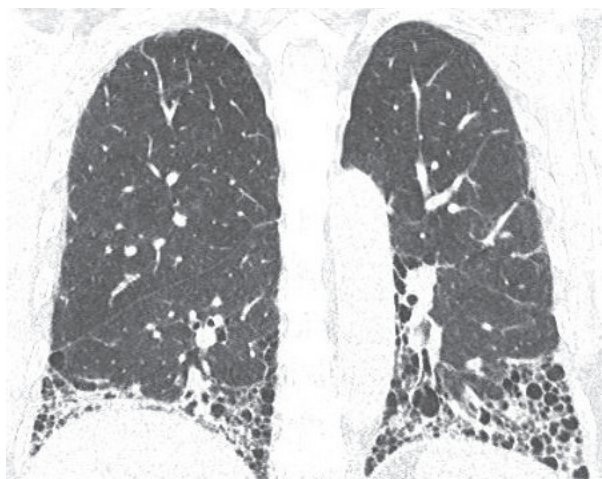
HRCT plic: paraseptální, bulózní emfyzém v kombinaci s centrilobulárním typem
